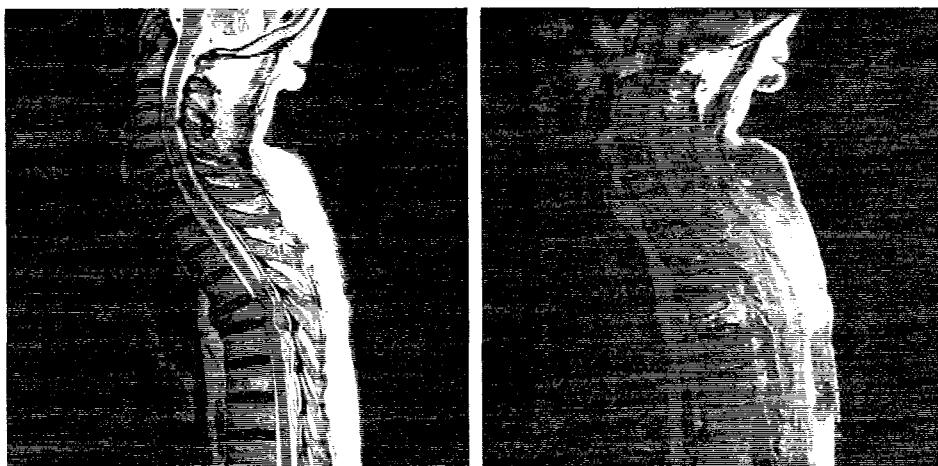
2. 1a, 4. 2. 1b. Aspect IRM de tumoră vertebrală cu invazie intrarrahidiană.
